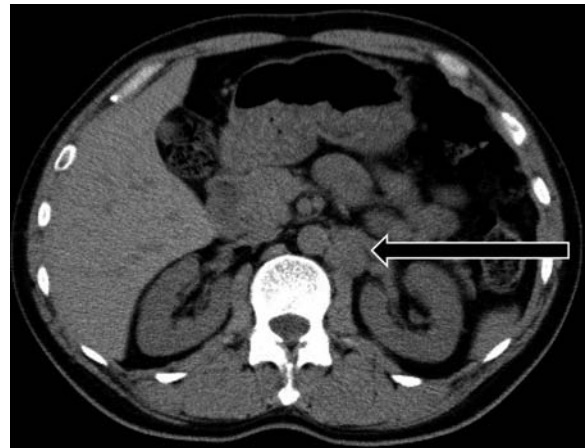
CT at 25 weeks after three cycles of BEP chemotherapy: RPLN was 25 mm.
